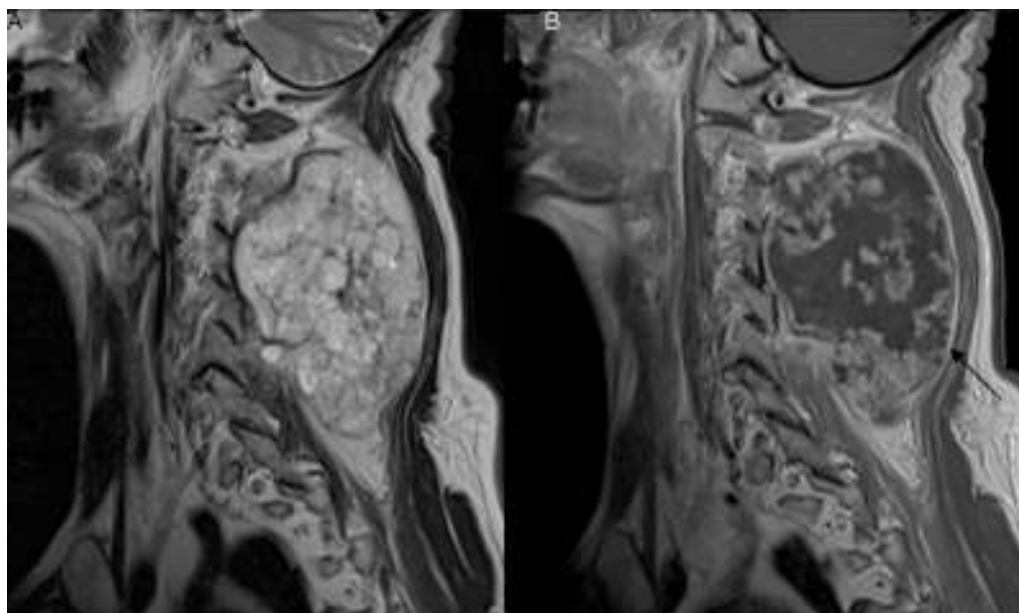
Condrosarcoma. A) Varón de 55 años de edad. Imagen sagital de RM con secuencia potenciada en T2. Tumor centrado en el arco neural de C4 y gran extensión de partes blandas. El tumor es muy hiperintenso en esta secuencia, debido al alto contenido en agua del cartílago hialino. B) Imagen sagital de RM con secuencia potenciada en T1 tras la administración de gadolinio. El tumor presenta un patrón de captación de contraste periférico septonodular (flecha) compatible con un tumor de origen cartilaginoso. Este hallazgo junto a los signos de agresividad local con clara extensión de partes blandas y el tamaño del tumor apoyan el diagnóstico de un condrosarcoma vertebral.
